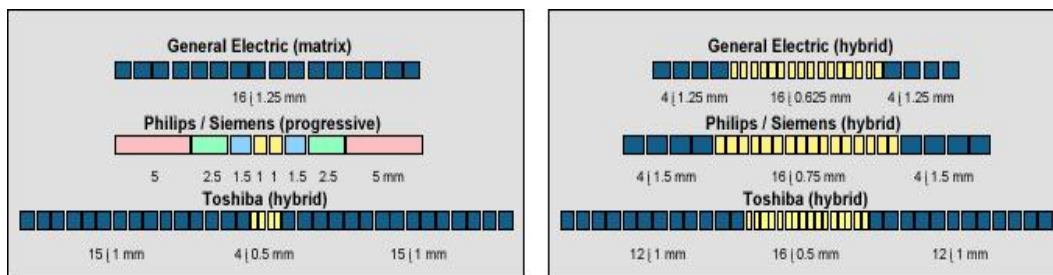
Расположение детекторов в 4-срезовой (а) и 16-срезовой (б) КТ
